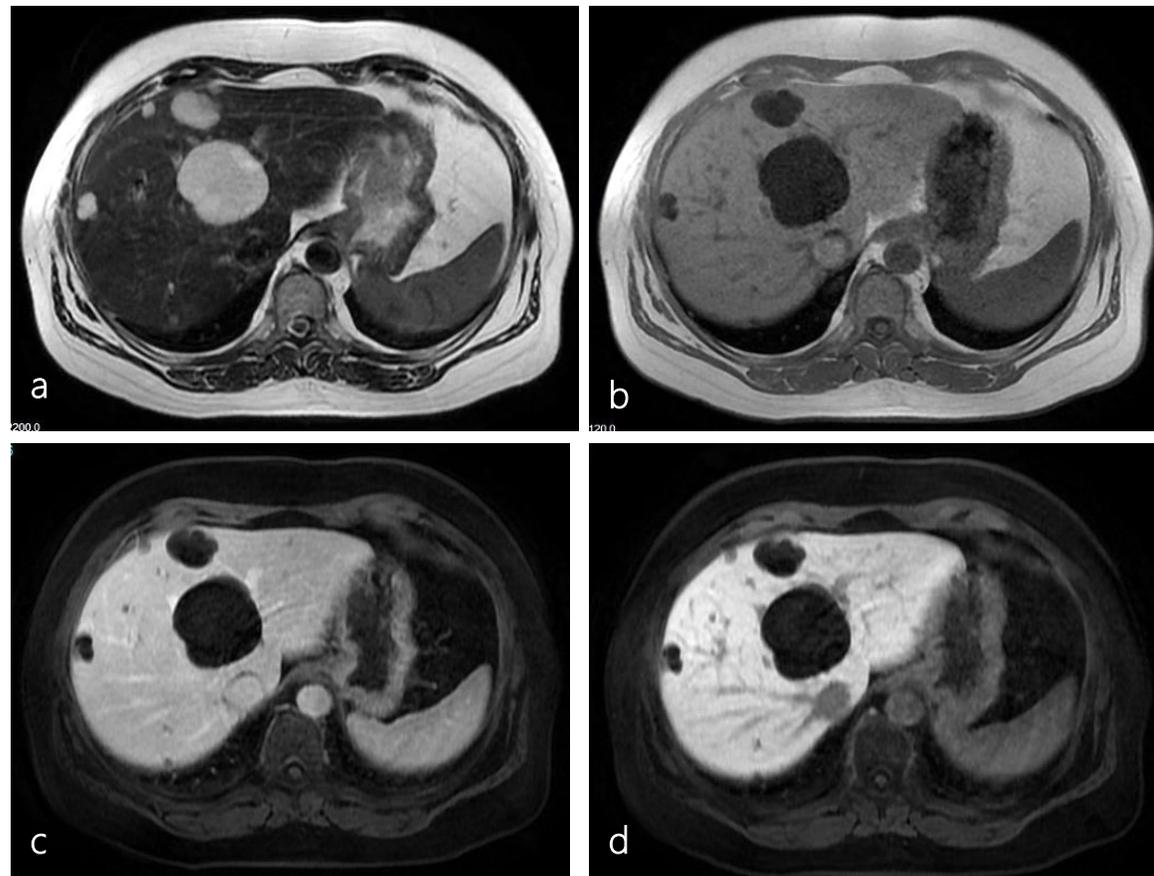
Mesmo paciente da Fig. 24. RM em sequência 3D-GRE com supressão de gordura ponderada em T2 (a) e T1 (b) e pós-contraste nas fases parenquimatosa (c) e hepatobiliar (d) mostra múltiplos cistos benignos (intensidade do sinal da água, sem realce)
